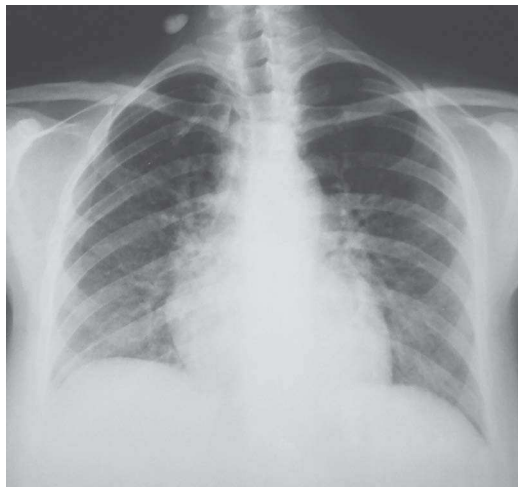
Radiografia de tórax da doente do caso n.º 1 realizada aquando da admissão, mostrando infiltrado intersticial difuso
